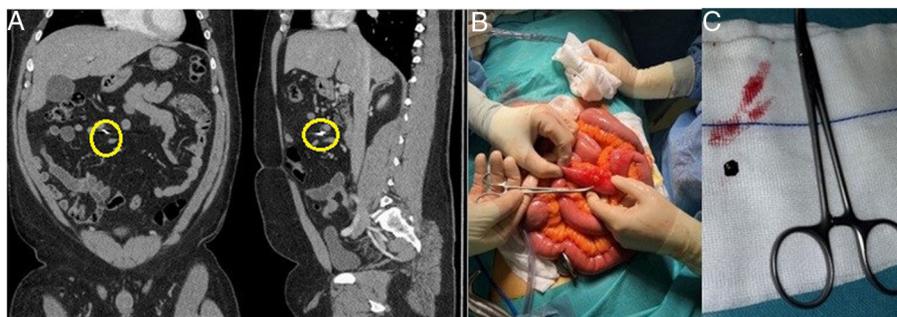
A) TC: proyectil en cavidad mesentérica; B) perforación del borde antimesentérico; C) astilla metálica.
